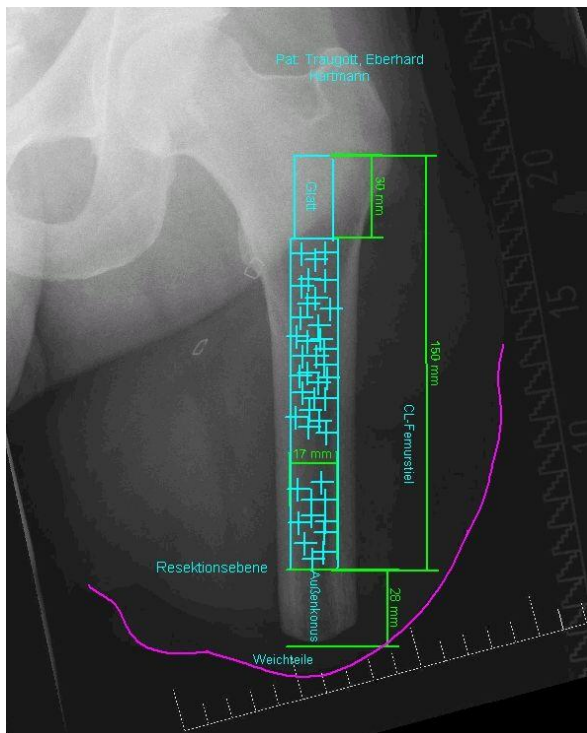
Präoperative Planung der EEFP an dem Röntgenbild. (aus dem Archiv von Dr. H. Aschoff 2010)
